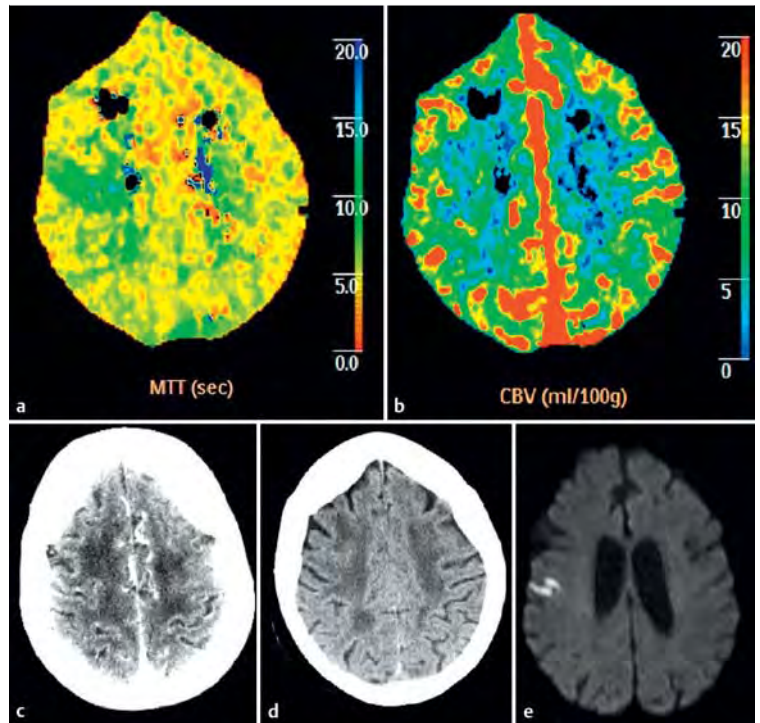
Periphere Embolie: Frau, 86 Jahre; Klinik: Hemiparese links; CTA: proximale und intrakranielle Gefäße unauffällig. a MTT: periphere MTT-Verlängerung im Medioterritorium rechts. b CBV unauffällig. c CTA-Quellbilder unauffällig. d CCT nativ: unauffällig. Therapie: intravenöse Lyse. e Im Verlauf DWI: Demarkierung eines kleinen peripheren Infarkts.
